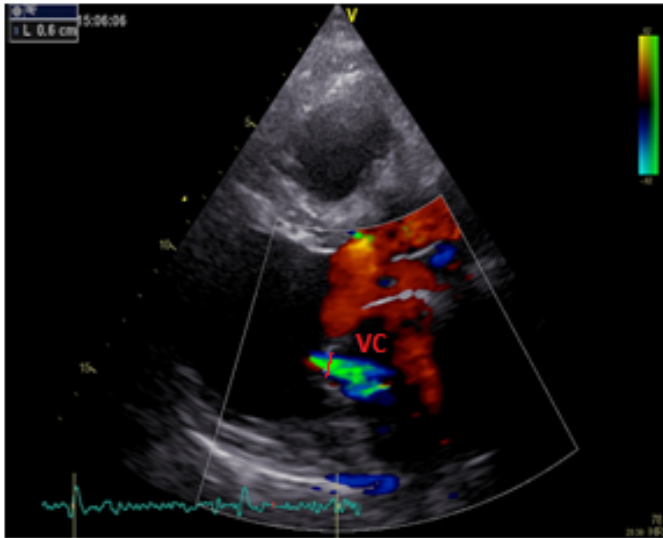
Vena Contracta in parasternaler Längsachse
